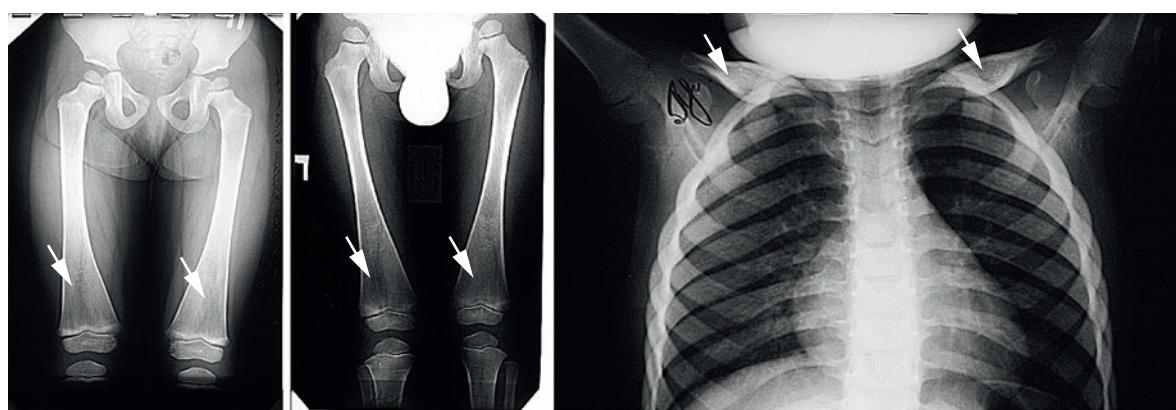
Типичная рентгенологическая картина деформации бедренной кости и ключиц
